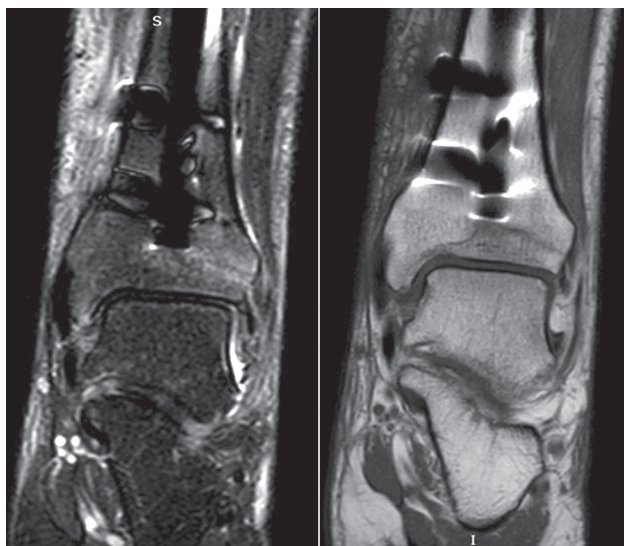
МРТ голенистоного сустава. Линейный гипоинтенсивный сигнал на T1 ВИ (справа) и гиперинтенсивный сигнал на STIR ВИ на границе эпифиза и метафиза (слева)
